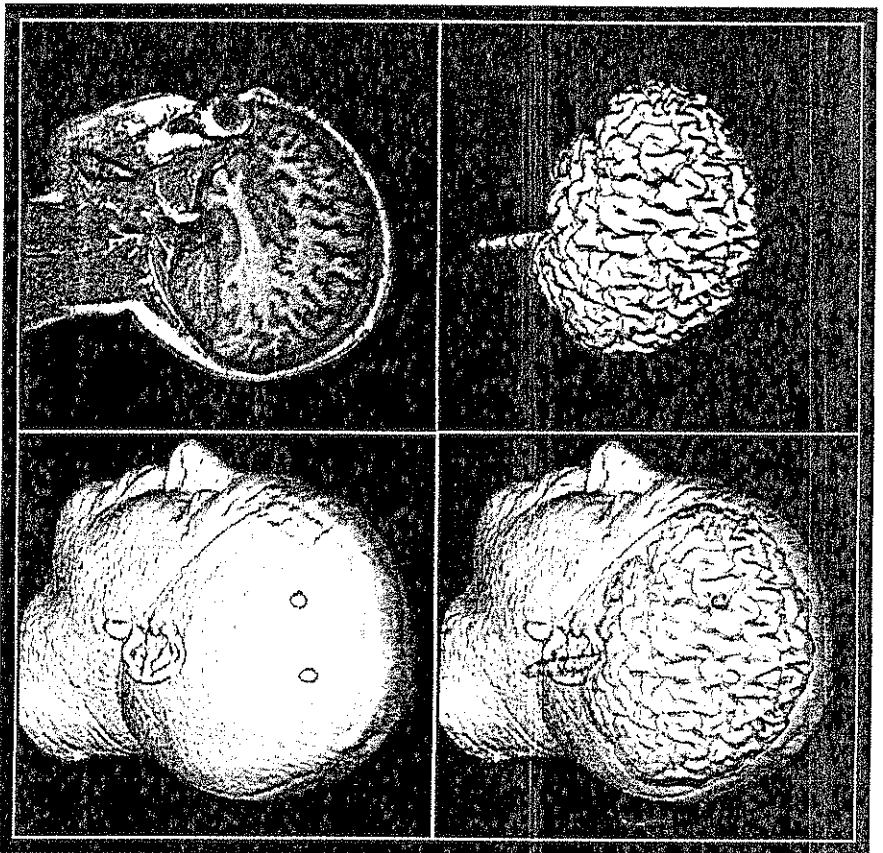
Reconstrucción tridimensional mediante resonancia magnética de un caso control sano.
